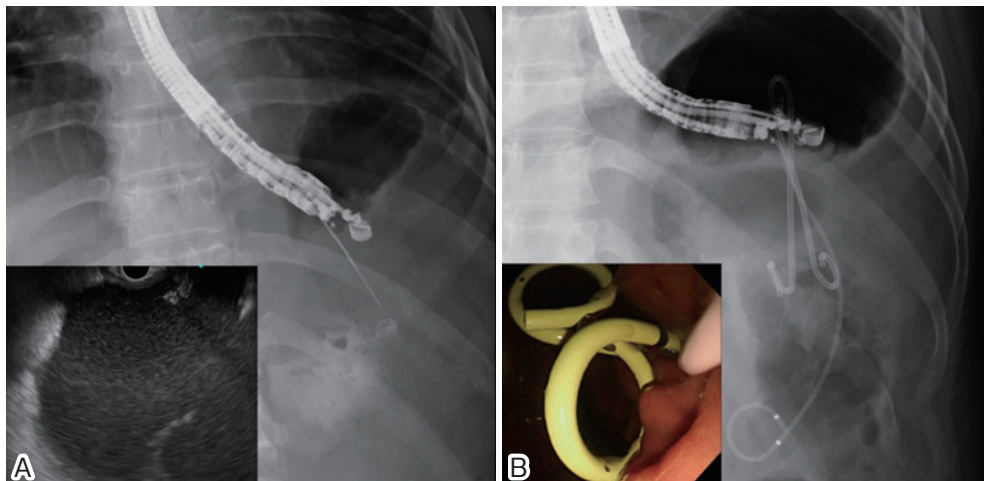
超音波内視鏡下ドレナージ（内外瘻ドレナージ） A. 超音波内視鏡ガイド下で経胃的にWONを穿刺した。B. 両端ビッグテイル型プラスチックステントと経鼻ドレナージチューブを留置して、内外瘻ドレナージを行った。
